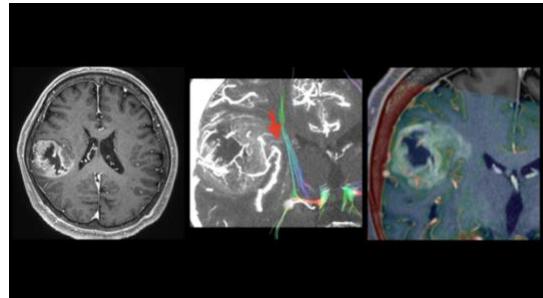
高精細 CT を用いた経動脈的 CT angiography (UHR-IA-CTA) による脳腫瘍手術支援
